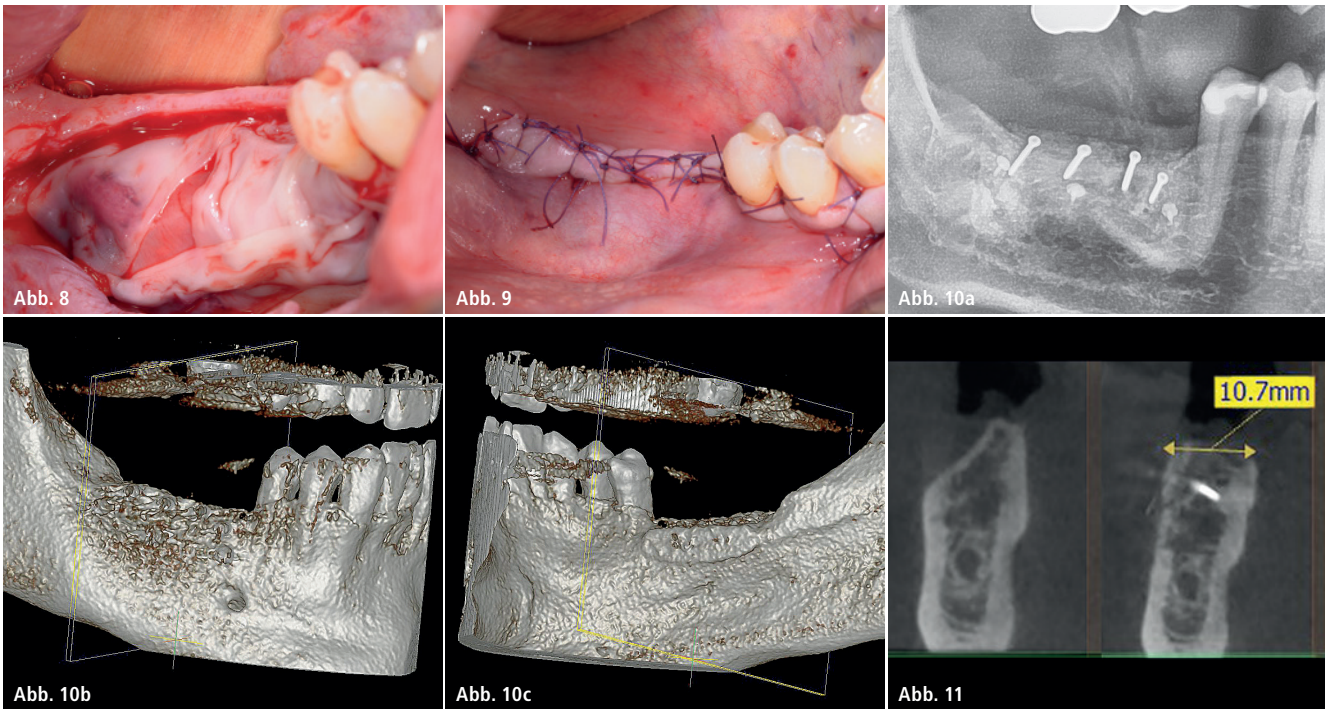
Zusätzliche Abdeckung des Augmentats mit L-PRF® Fibrinmembranen. – Abb. 9: Speicheldichter und spannungsfreier Verschluss aus einer Kombination von horizontalen Matratzen- und Einzelknopfnähten. – Abb. 10a: Das postaugmentative Röntgenbild. – Abb. 10b: Digitales Volumentomogramm vor der Implantation, Ansicht von vestibulär und ... – Abb. 10c: ... Ansicht von lingual. – Abb. 11: Die Ausgangssituation und das Ergebnis nach 3-D-Schalentechnik.
